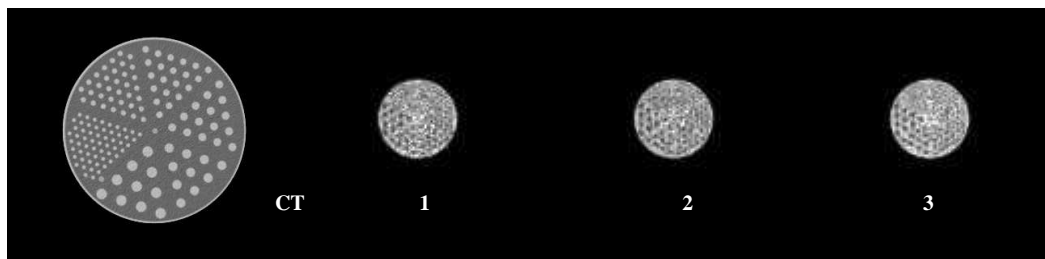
Representação das medidas visuais de resolução espacial através das hastes contidas no simulador demonstradas na imagem da tomografia (CT), para as varreduras 1, 2 e 3, modo 3D.
